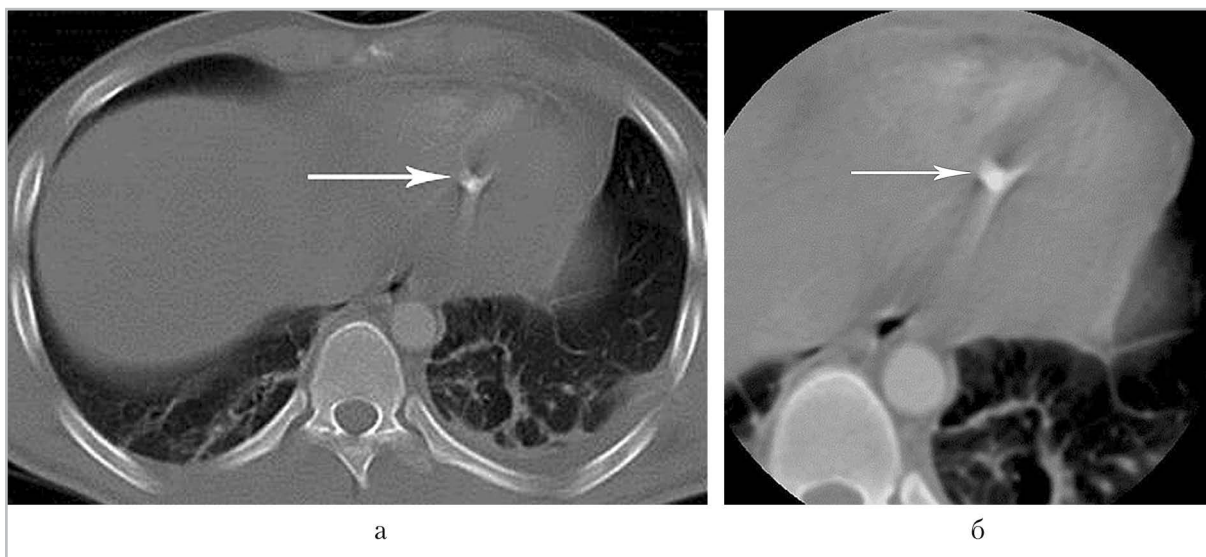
Компьютерные томограммы грудной клетки с контрастным усилением (аксиальные изображения). В проекции межжелудочковой перегородки определяется инородное тело металлической плотности (*белая стрелка*)
